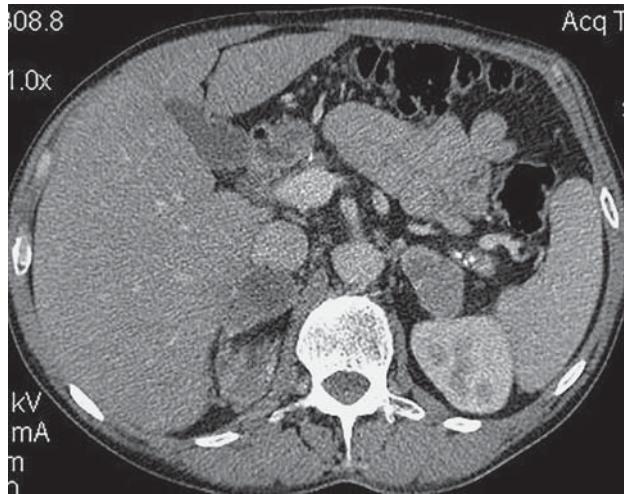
Метастазы аденокарциномы легкого в оба надпочечника. КТ с внутривенным контрастированием. В проекции обоих надпочечников определяются овальной формы неоднородные образования.
